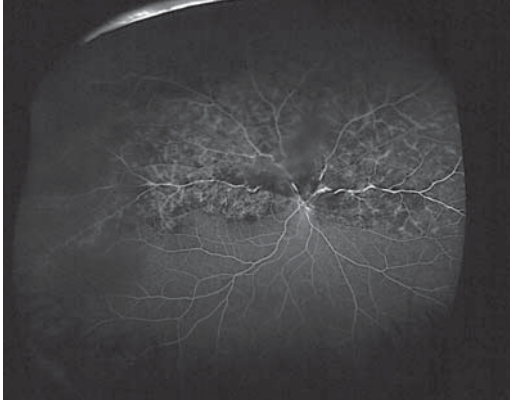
Diyabetik retinopatili bir hastanın solda renkli retina görüntüsü. Sağda geniş açılı anjiyografide çok yaygın retina iskemisi, makula ödemi ve neovaskülarizasyonlar görülüyor.
